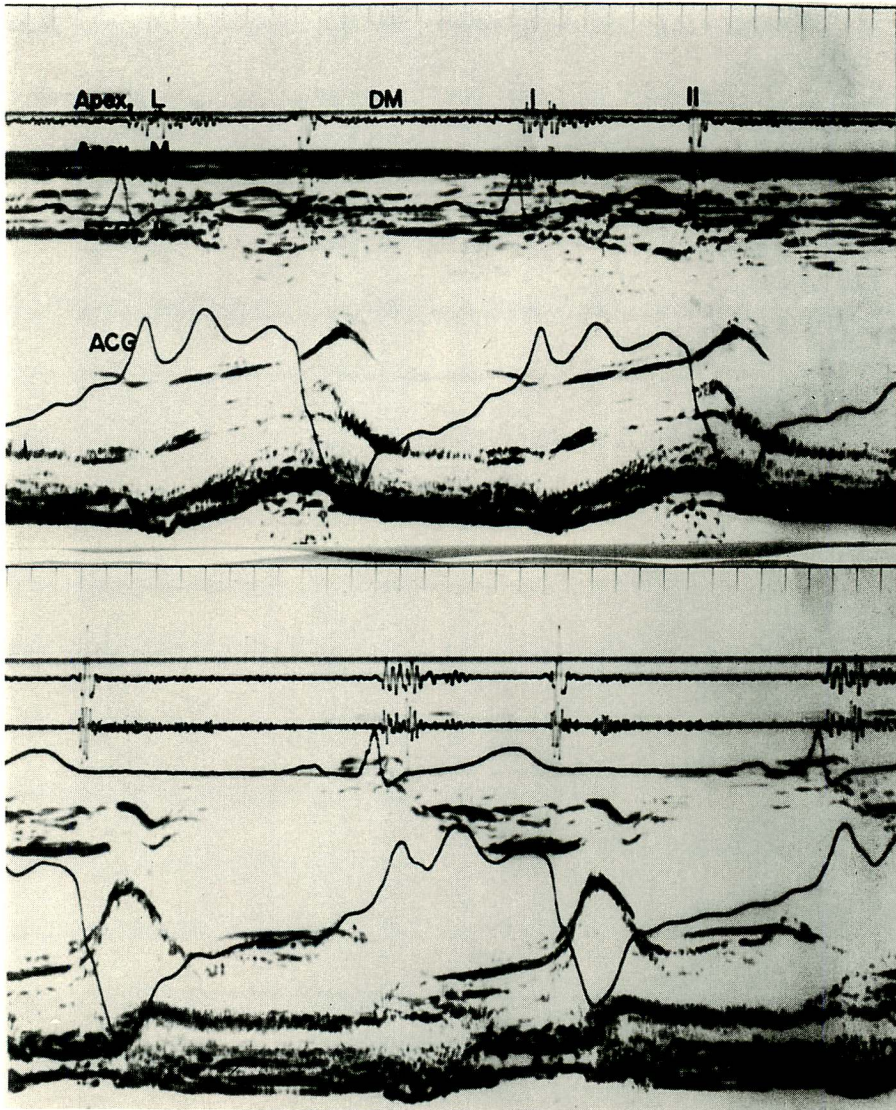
Echocardiogram.
